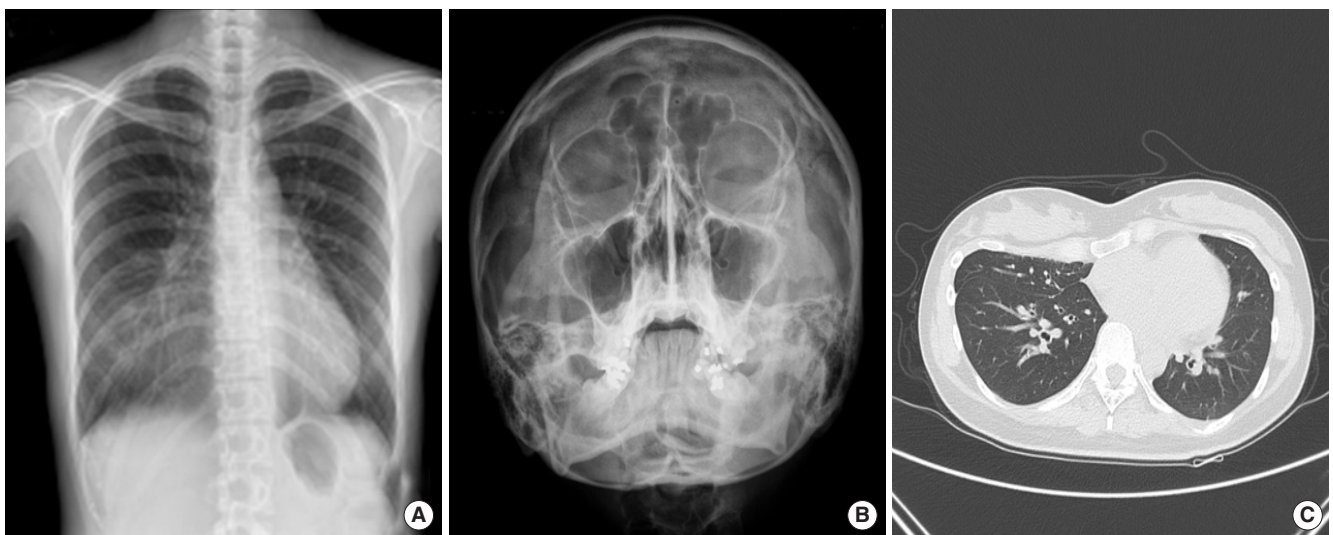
(A) Chest X-ray shows increased opacity in right lower lung field, probably due to pectus excavatum. (B) Paranasal sinus waters view shows no abnormality in paranasal sinuses. (C) High resolution computed tomography of chest reveals crowding of subsegmental bronchi, medial segment of right middle lobe, probably due to pectus excavatum and bronchial wall thickening without lung parenchymal abnormalities.
